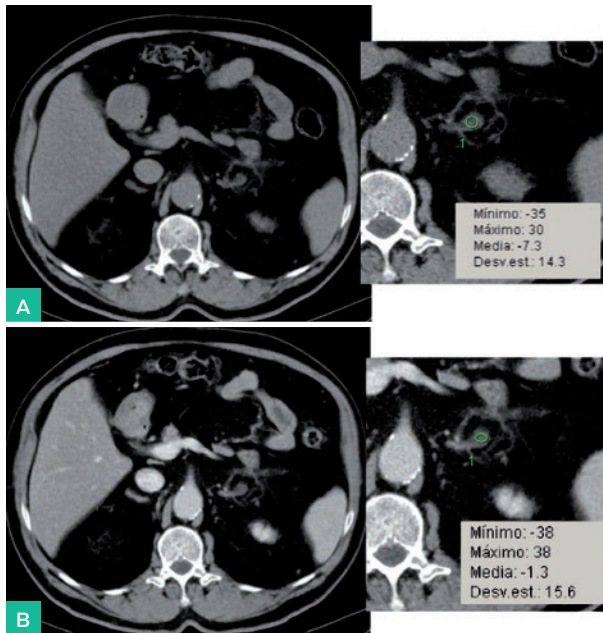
TC de control a los 12 meses sin (a) y con (b) contraste endovenoso, donde se demuestra la ausencia de captación del nódulo tratado.
